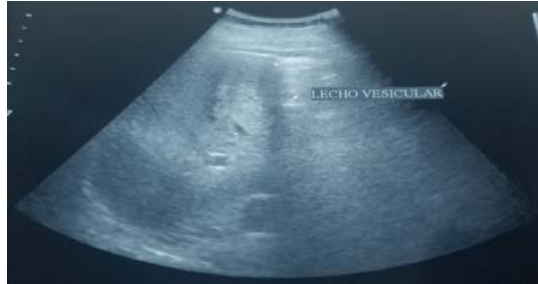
Vía biliar en ultrasonografía
